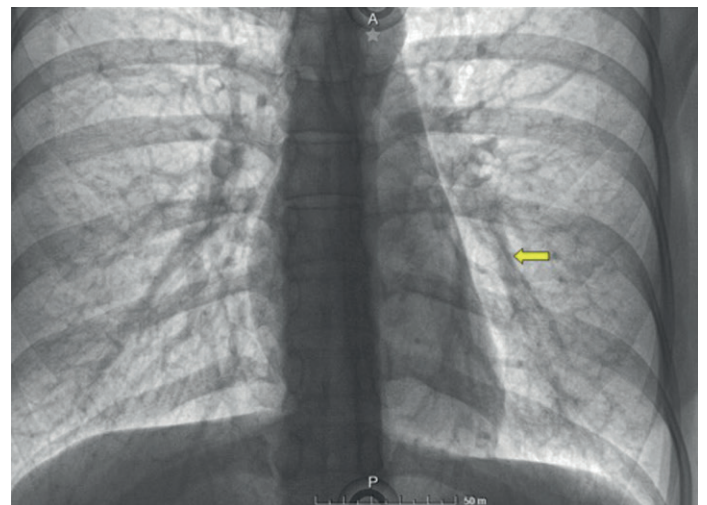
Radiografía de tórax de frente. Se observa una imagen lineal radioopaca en disposición longitudinal en la base del pulmón izquierdo, en situación de paracaídas.
